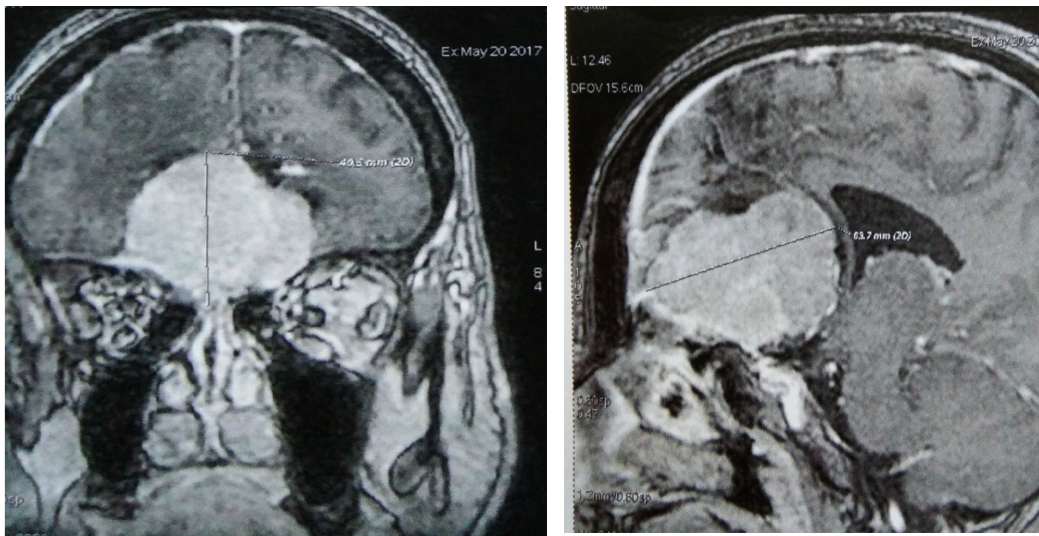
IRM coupes coronale et sagittale : méningiome olfactif
